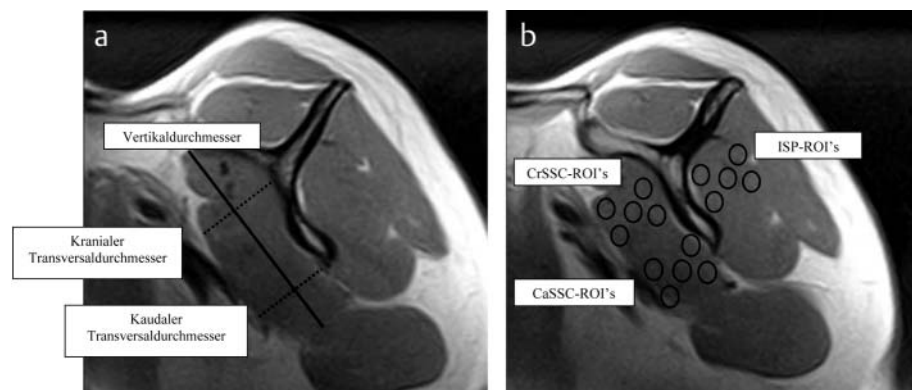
a In der parasagittalen MRT der Rotatorenmanschettenmuskulatur wurden der maximale schräge Vertikal- und der maximale schräge Transversaldurchmesser des kranialen und des kaudalen Anteils des Musculus subscapularis gemessen. b Ebenso wurden die Regions of Interest in dieser Schichtung im Musculus infraspinatus (ISP-ROIs) sowie im kranialen und kaudalen Anteil des Musculus subscapularis (crSSC bzw. caSSC-ROIs) positioniert.
